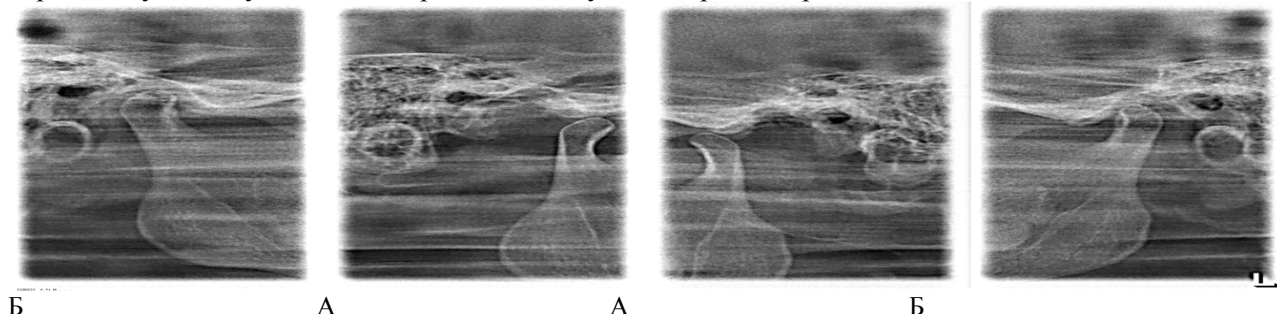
Прицільні рентгенограми скронево-нижньощелепних суглобів при відкритому (А) та закритому (Б) роті хворої Н., 29 р. Діагноз: функціональна нестабільність правої суглобової голівки середнього ступеня.
